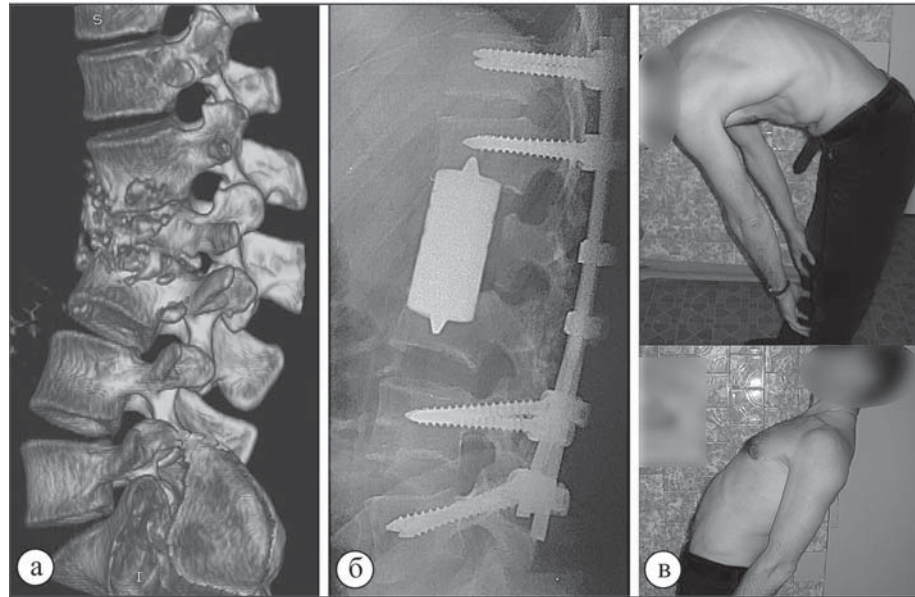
Фото КТ, спондилограммы и больного К., 48 лет с хроническим деструктивным спондилоартритом $L_1-L_2-L_3$ позвонков в IV стадии: а – до операции; б – спондилограмма через 6 месяцев после комбинированного спондилодеза; в – функциональный результат лечения.
